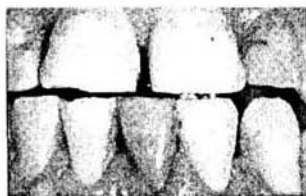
Foto y radiografía de tinción causada por un cemento endodóncico. Tomadas del libro Complete Dental Bleaching. Goldstein Ronald.
